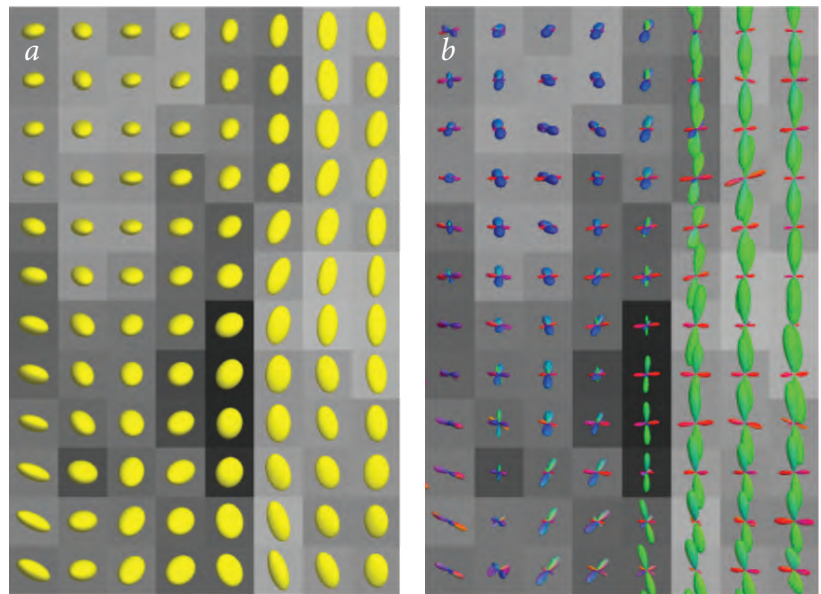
Модели МР-трактографии: ДТ-модель (каждый воксель характеризуется одним эллипсоидом, или одним нервным волокном) (а); модель диффузионной визуализации с высоким угловым разрешением (каждый воксель характеризуется несколькими пересекающимися эллипсоидами, которые соответствуют нескольким нервным волокнам с разным направлением) (b).
